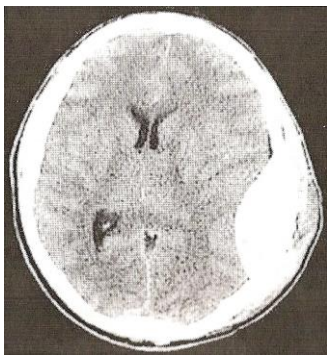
КТ головного мозга, больной Р., 49 лет.
